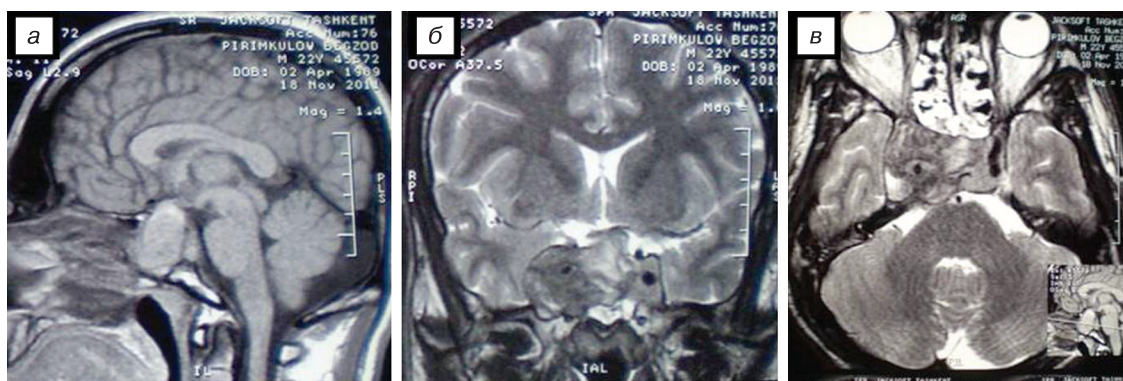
МРТ-картина интратуморального кровоизлияния в АГ.
